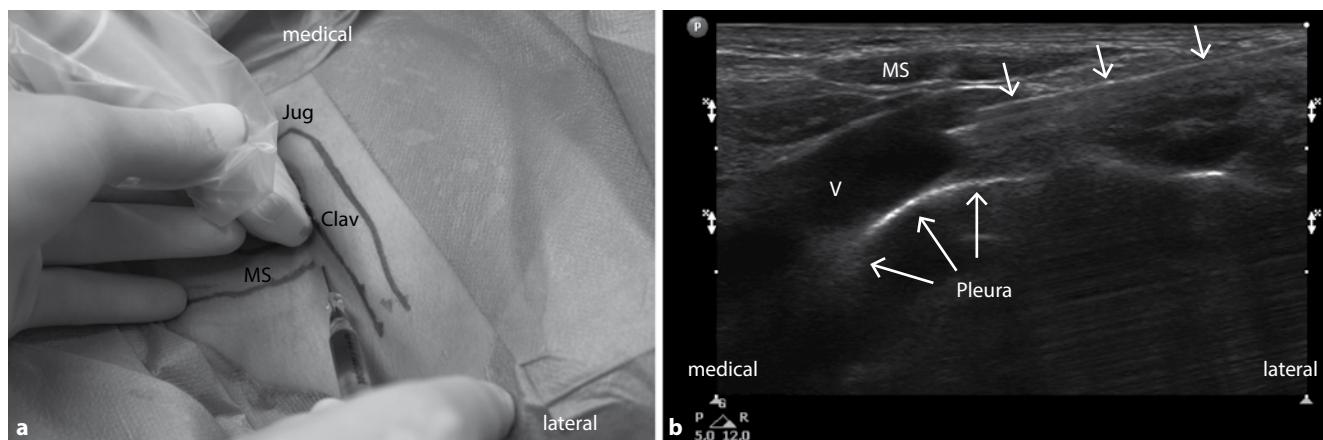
Ultraschallgestützte Punktion der rechten V. anonyma oberhalb der Klavikula und lateral des M. sternocleidomastoideus mit parallel zur Klavikula platziertem Schallkopf. a Die Vene wird in In-plane-Technik von lateral nach mediokaudal punktiert (Clav.=Klavikula; Jug.=Jugulum; MS=M. sternocleidomastoideus. b Im Sonographiebild wird die Lage und Stichrichtung der Kanüle in der Vene deutlich (breite Pfeile; V=V. anonyma; MS=M. sternocleidomastoideus). Darüber hinaus ist die Pleura deutlich als zu respektierende Struktur abgrenzbar (schlanke Pfeile)
